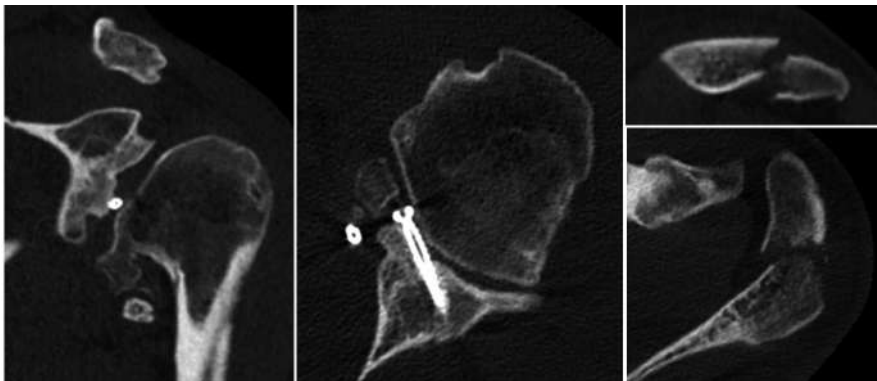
TAC hombro izquierdo pre-operatoria.
